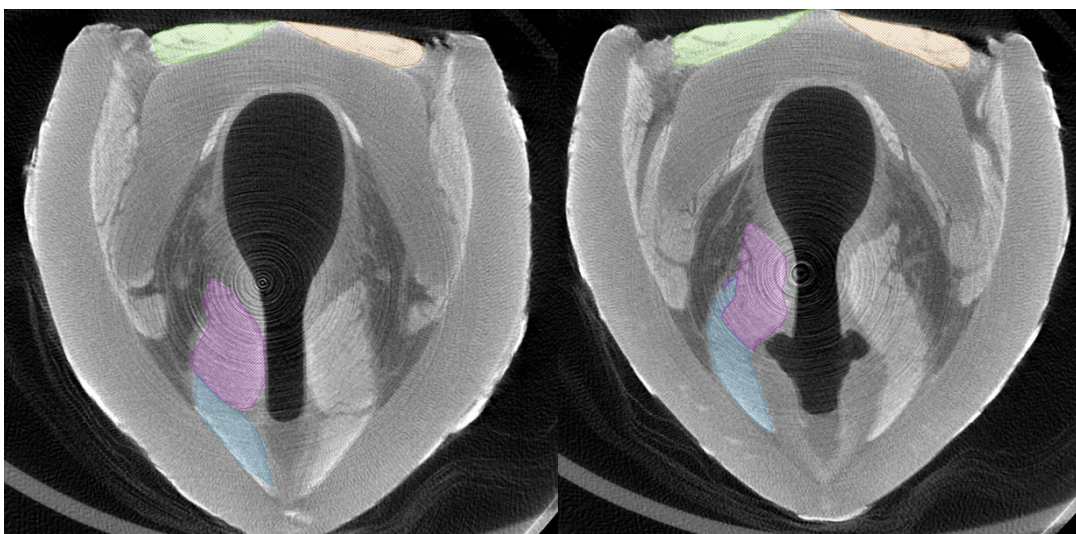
Mikro-CT des Schweinelarynx in horizontaler Ebene; Darstellung der Muskulatur im Verlauf: TA links (blau), M. vocalis links (violett), PCA links (grün) und PCA rechts (orange)
